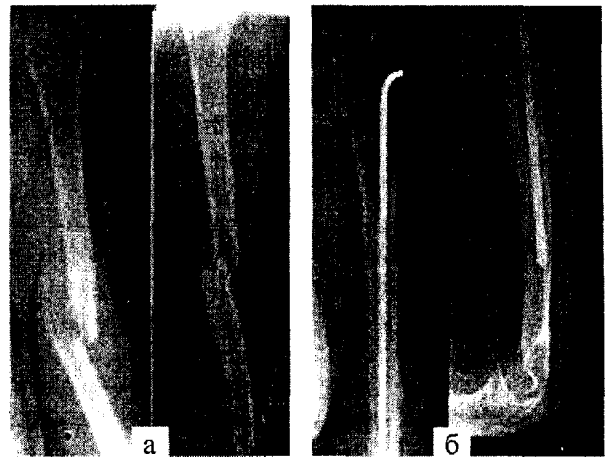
Рентгенограми хворого Б.: а — в день травми; б — через 3 місяці після операції
